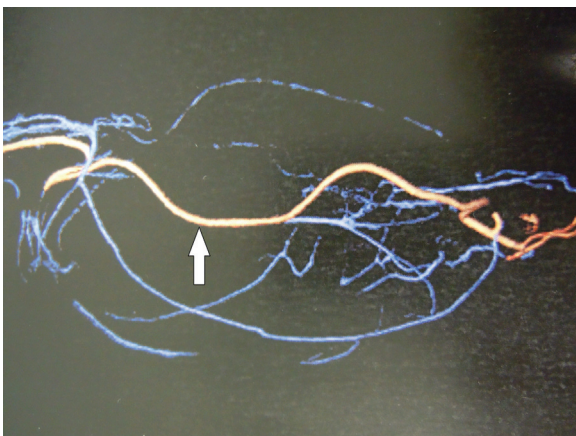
Aspecto ao exame de angiotomografia. Espessamento fusiforme de tecidos moles ao longo do membro superior direito, comprometendo predominantemente os dois terços proximais do antebraço, com aumento de calibre desse segmento.
